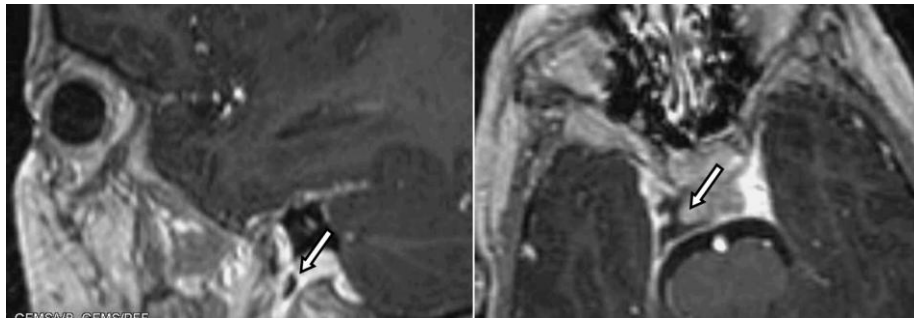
Angio-RM peñasco y base de cráneo. Cortes sagital y axial en T1. Ocupación de seno cavernoso derecho por trombosis de origen inflamatorio (tromboflebitis). Trombosis parcial de región inferior de seno sigmoideo y vena yugular interna derecha.
